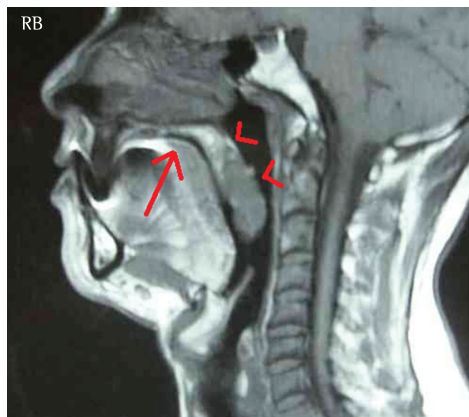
Imagem de ressonância magnética em corte sagital demonstrando um padrão patológico do palato mole. O paciente apresenta palato ogival (seta) e aumento do palato mole (pontas de setas), com consequente redução do calibre da coluna aérea.
